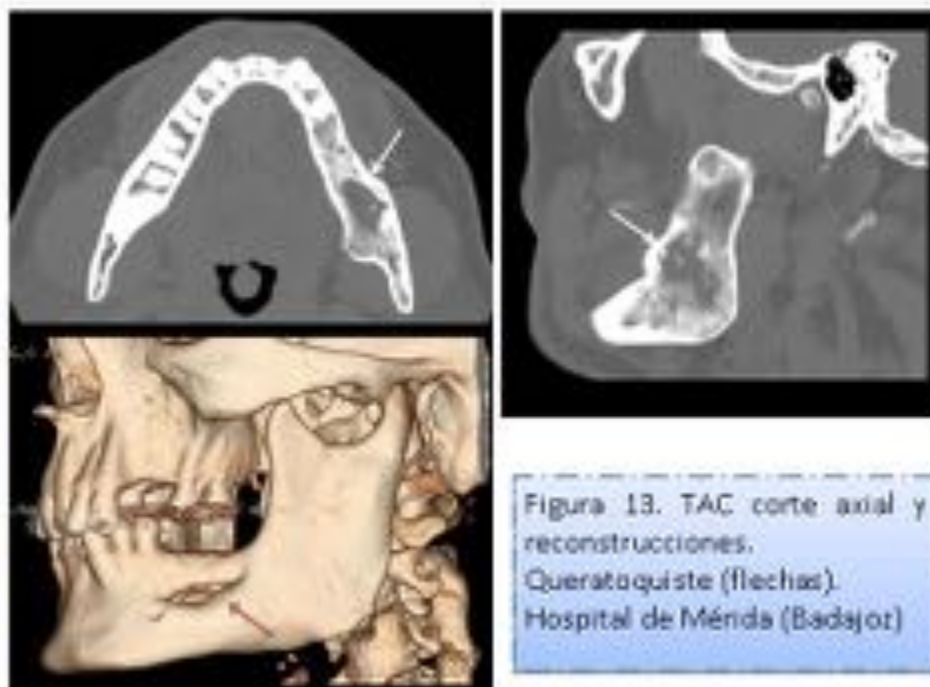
TAC corte axial y reconstrucciones. Queratoquiste (flechas).
